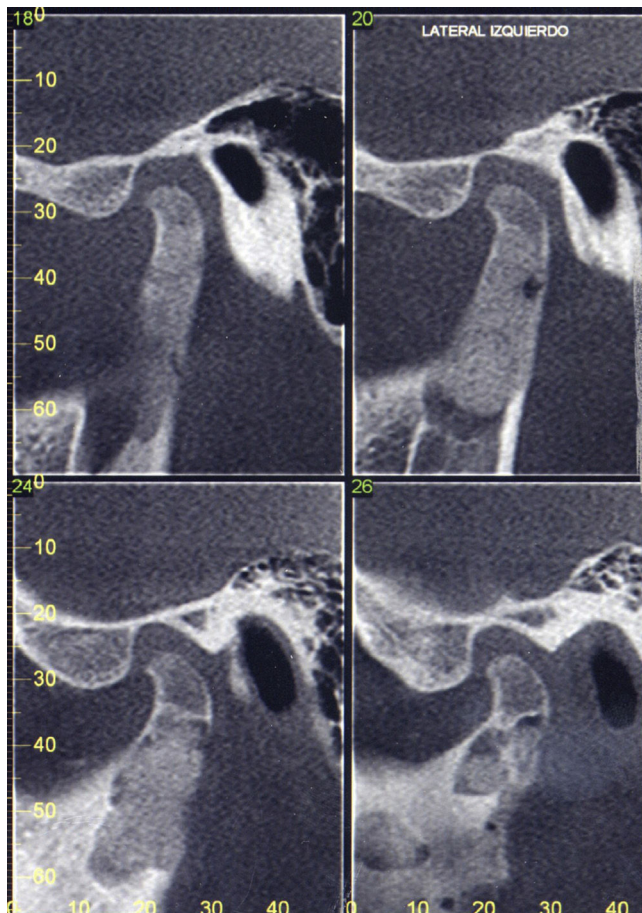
Scanner cone beam postoperatorio, vista sagital, una semana postoperatoria.
